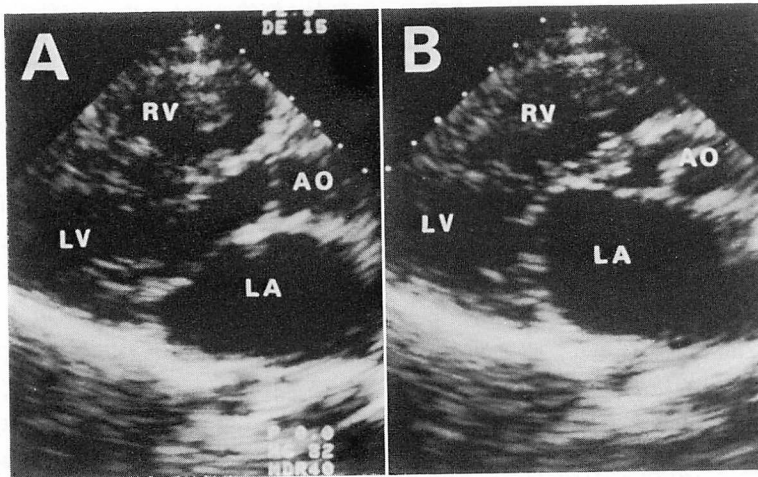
Preoperative systolic (A) and diastolic (B) parasternal long-axis two-dimensional echocardiograms of the left ventricle.
